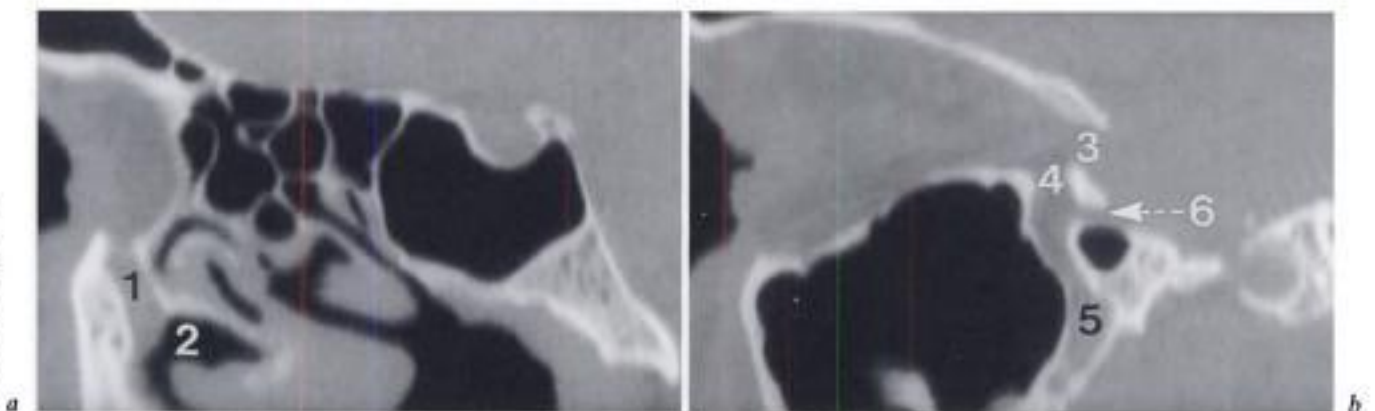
TDM sagittales reconstruites.
